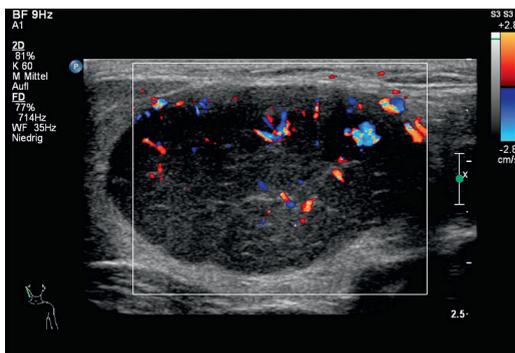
Doppler: Hodgkin-Lymphom [T862]
